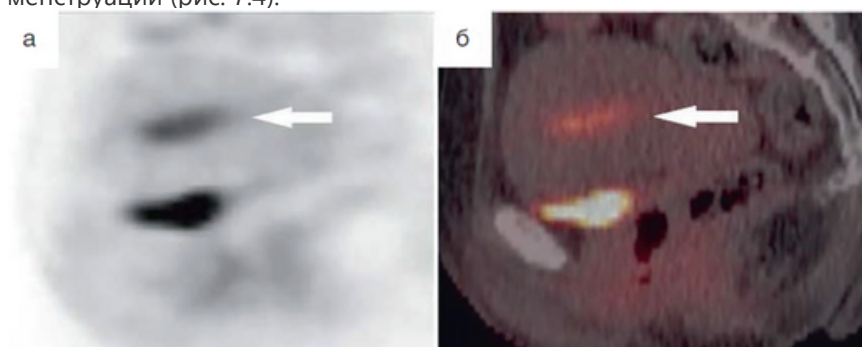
На позитронно-эмиссионной (а) и совмещенных томограммах (б), полученных по данным позитронно-эмиссионной и компьютерной томографии с ^{18}F -фтордезоксиглюкозой, белыми стрелками указана линейная зона физиологической гиперфиксации радиофармпрепарата в проекции полости матки у женщины на фоне менструации во время проведения исследования
